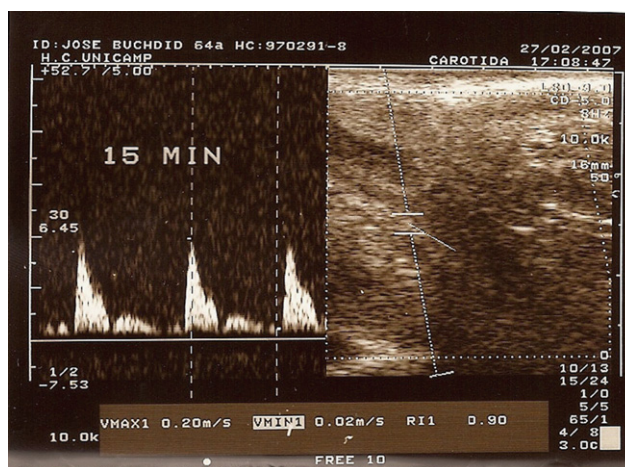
Eco-Doppler 15 min después de la administración del gel, con resistencia aumentada a 0,90 por la congestión venosa local.
